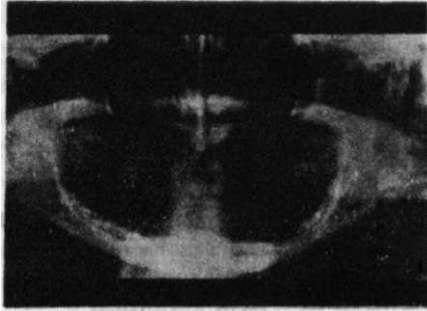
Hastanın panoramik radyografisinde aşırı rezorbe mandibular kretlerin görüntüsü
